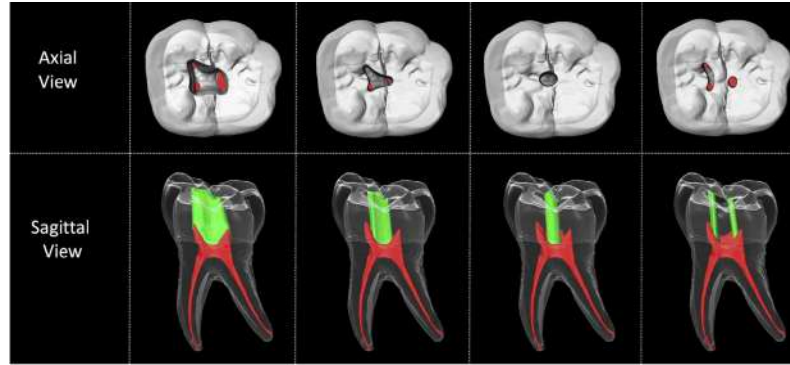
Minimal İnvaziv ve Geleneksel Giriş Kavitelerinin Fotoğrafi ve Micro-CT Görüntüleri.
